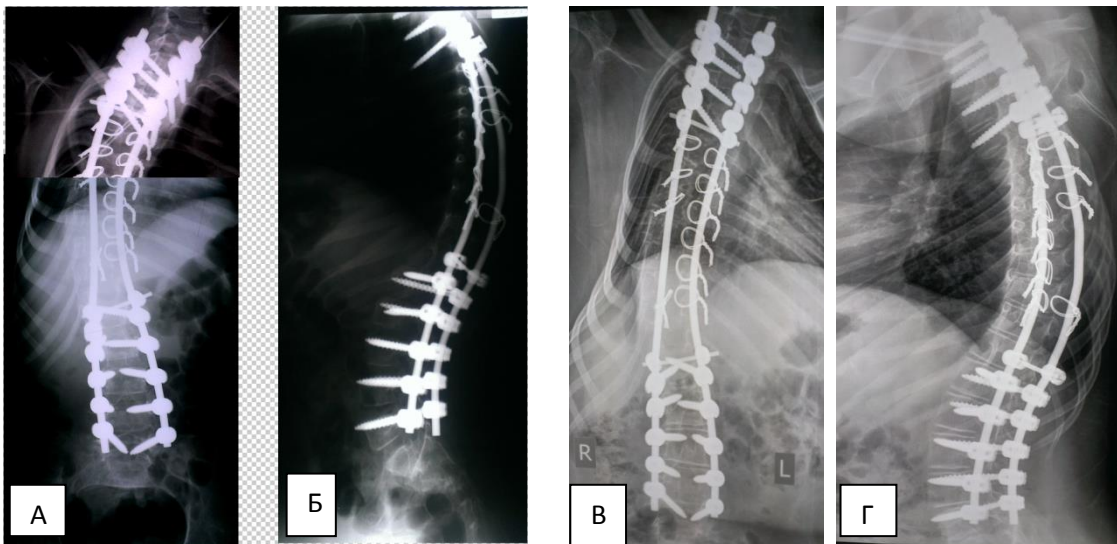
Рентгенограммы пациента Н.: А, Б, после операции и В, Г через 3 года
